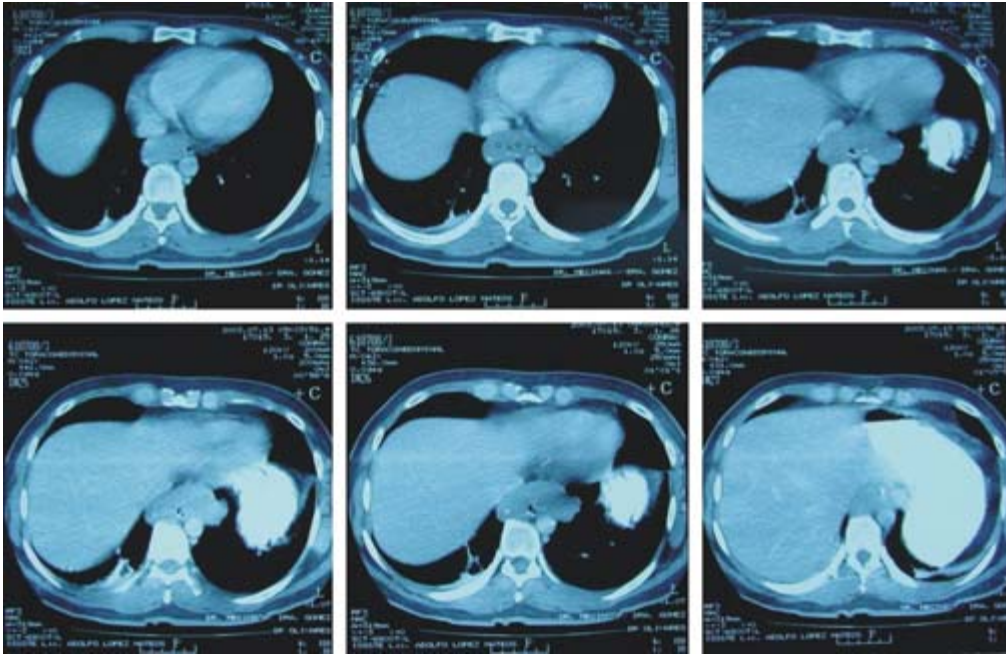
Tomografía con hallazgo del leiomioma. Nótese el aumento del espesor de las paredes y disminución de la luz del tercio inferior del esófago.
